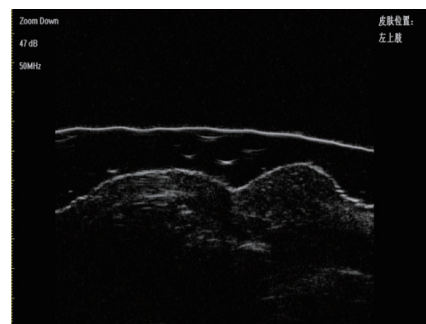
皮肤超声 50MHz 下: 真皮及皮下组织界限不清, 呈高、中、低不均匀混合回声声像, 未见明显囊壁结构
